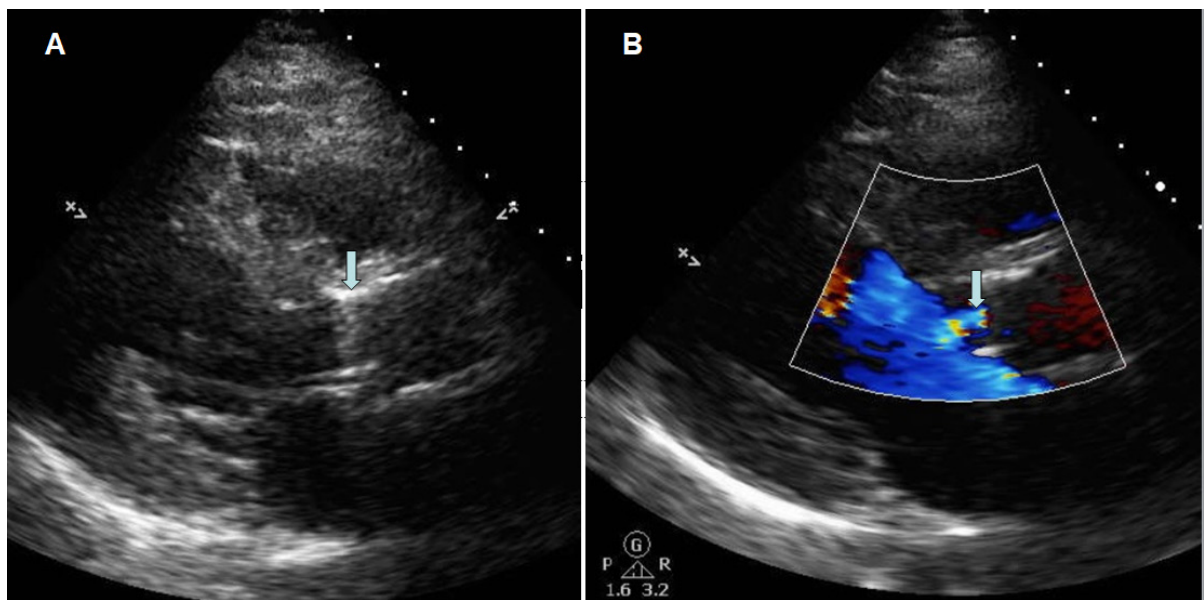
Janela paraesternal longitudinal do ecocardiograma transtorácico evidenciando abertura mínima da prótese valvar aórtica (seta à esquerda) durante a sístole (A) e no modo Doppler colorido (B), bem como a presença de fluxo laminar através da prótese (seta à direita). Achados que sugerem aumento do gradiente transvalvar e trombose aguda de prótese.
